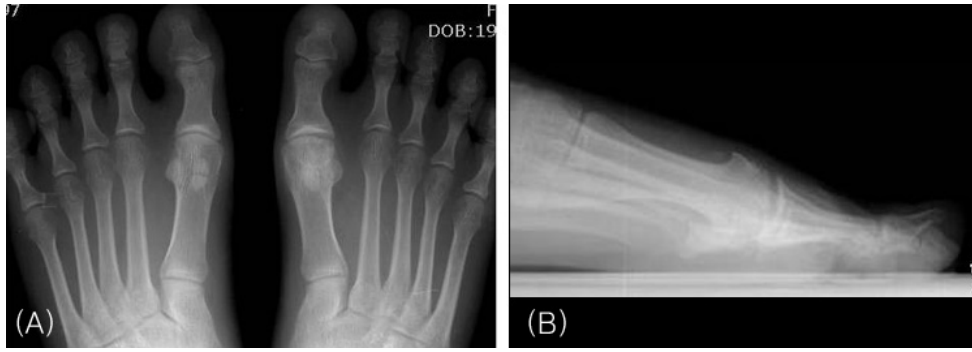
Anteroposterior and lateral plain radiograph of the first metatarsophalangeal joint show some intraarticular calcified nodules and mild joint swelling.
